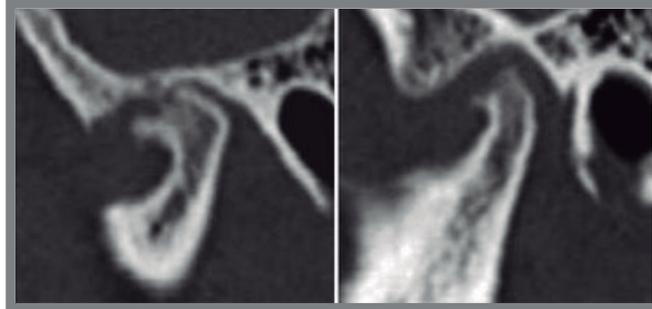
TC. Se observan los cambios anatómicos que presenta el cóndilo debido a la osteoartritis.
